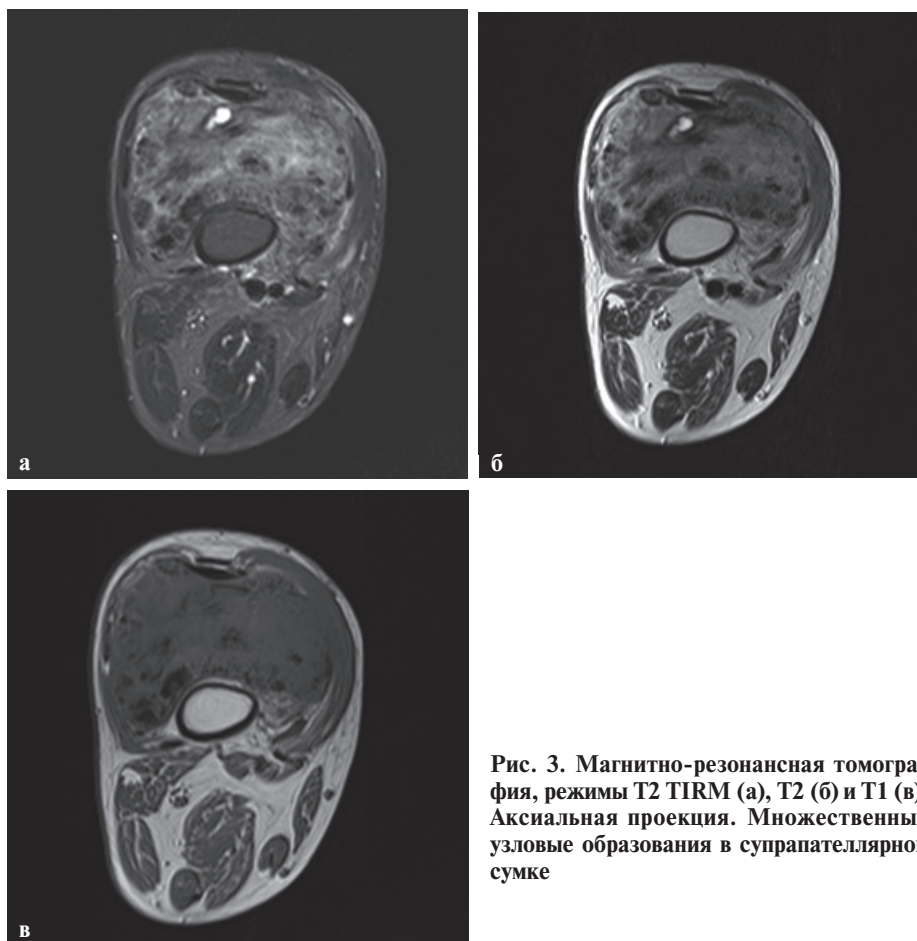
Магнитно-резонансная томография, режимы T2 TIRM (а), T2 (б) и T1 (в). Аксиальная проекция. Множественные узловые образования в супрапателлярной сумке
